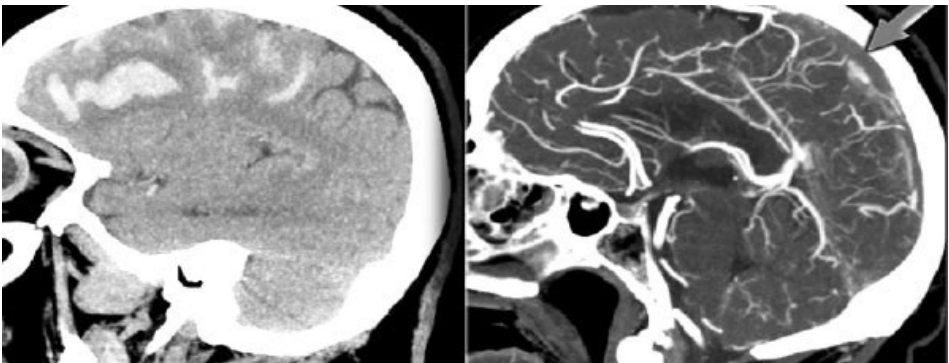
Corte sagital de TC y ATC con imagen compatible con trombosis del seno longitudinal superior.
